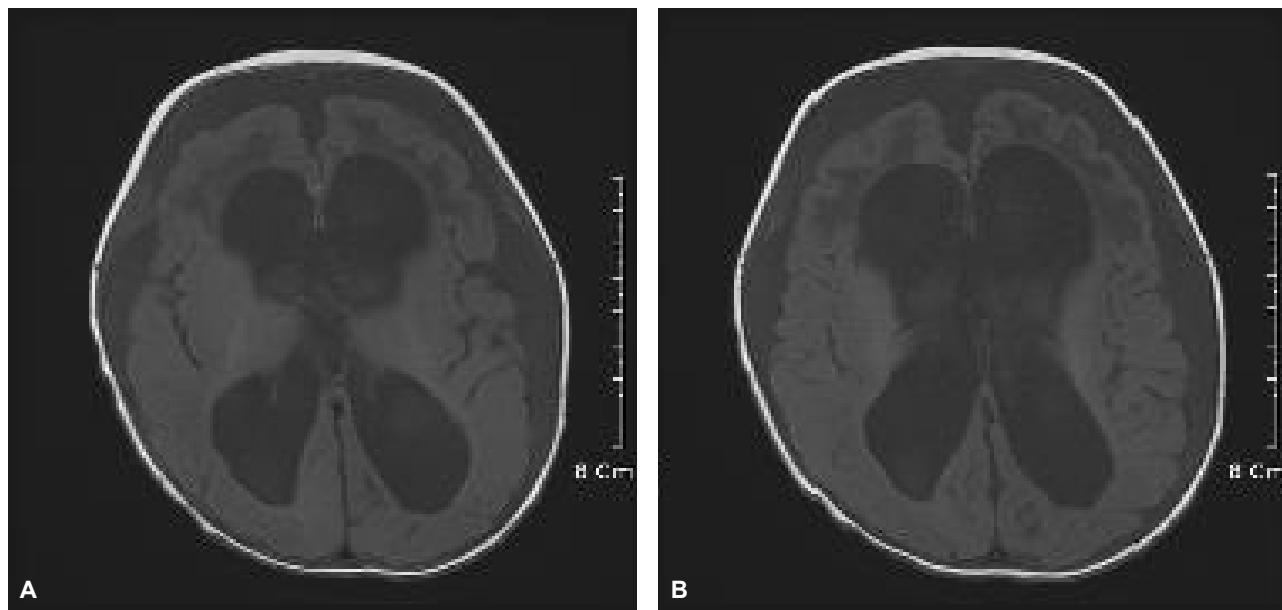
(A) Brain MRI before ventriculostomy, (B) Brain MRI after ventriculostomy showing partial improvement of obstructive hydrocephalus without remarkable change of periventricular edema of white matter.
